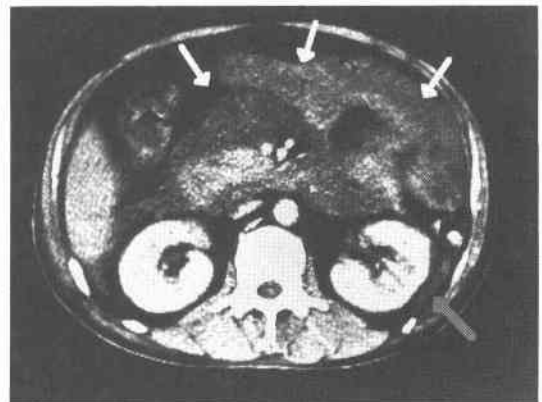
Preoperative CT scan 2: Fat necrosis extended to the ileocecal lesion (white arrow).
